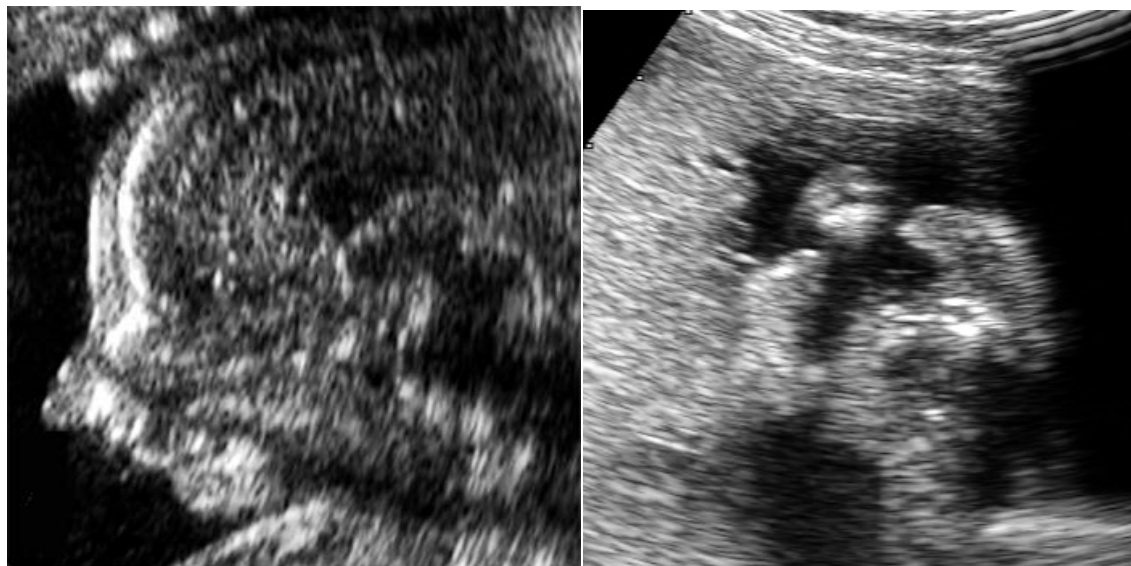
Ecografia: Labiopalatoschisi bilaterale (21 settimane). Sezione sagittale e coronale.
